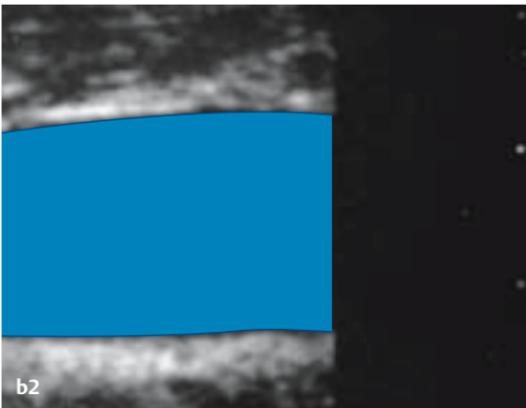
a u. b Sonografische Darstellung der V. jugularis interna im Längsschnitt:
